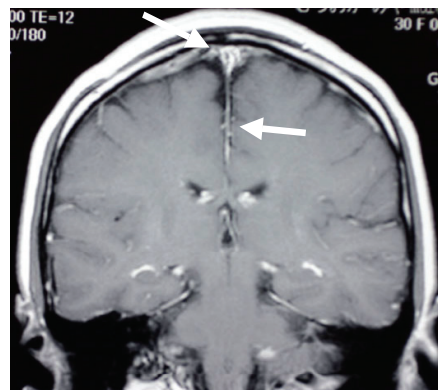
造影頭部 MRI (冠状断) にて脳深部静脈の拡張と大脳鎌の造影を認める
